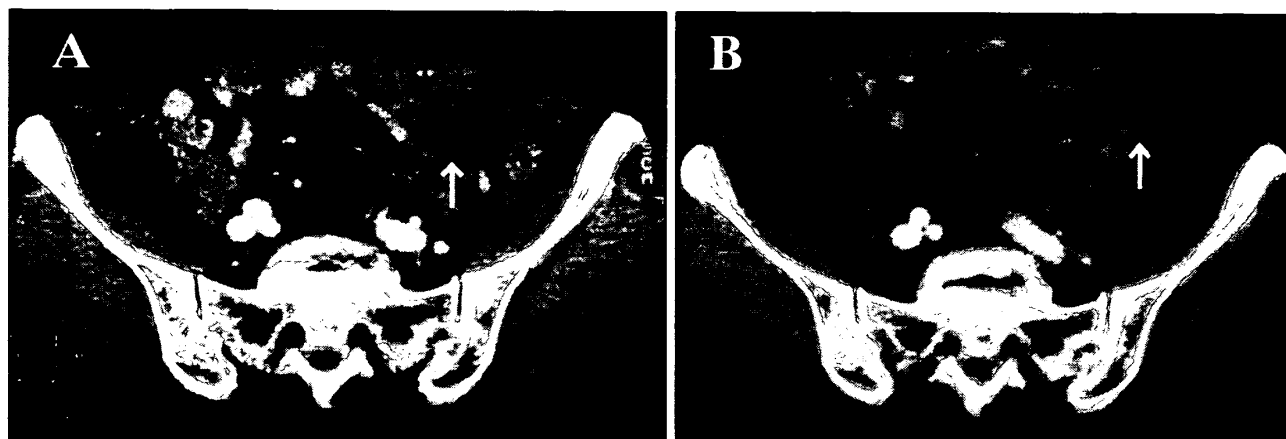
CT of PR case (ovarian cancer stage IIIc)
